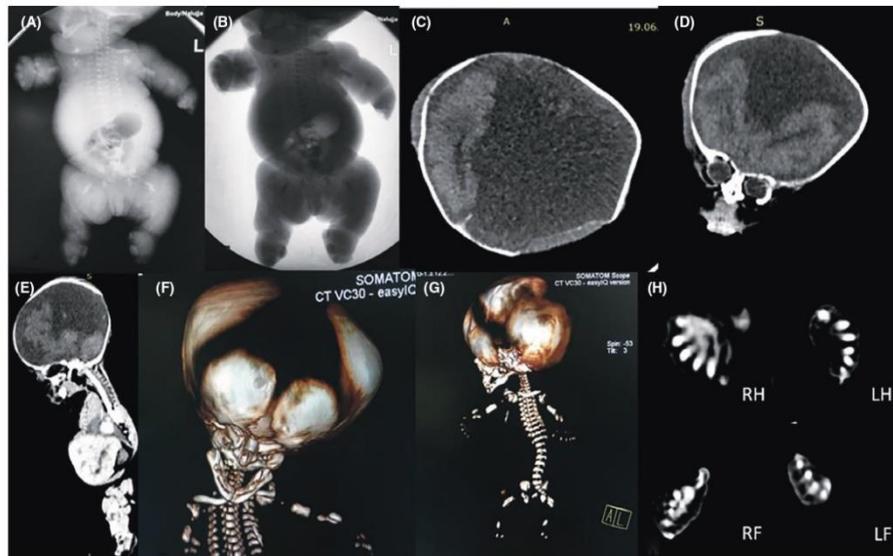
(A and B) postnatal radiography study. (C, D, and E) CT scan with brain window. (F and G) 3D CT bone reformat. (H) CT scan in bone window. (A and B) demonstrate short and horizontal oriented ribs, bilateral short humerus, and femur. (C, D and E) demonstrate absent midline structures with frontal lobes and occipital lobe in place. (F) Demonstrates widely open cranial sutures. (G) Demonstrates short and horizontally oriented ribs. (H) demonstrates postaxial polydactyly of the Right hand (RH), Left hand (LH), Right foot (RF), and Left foot (LF)
